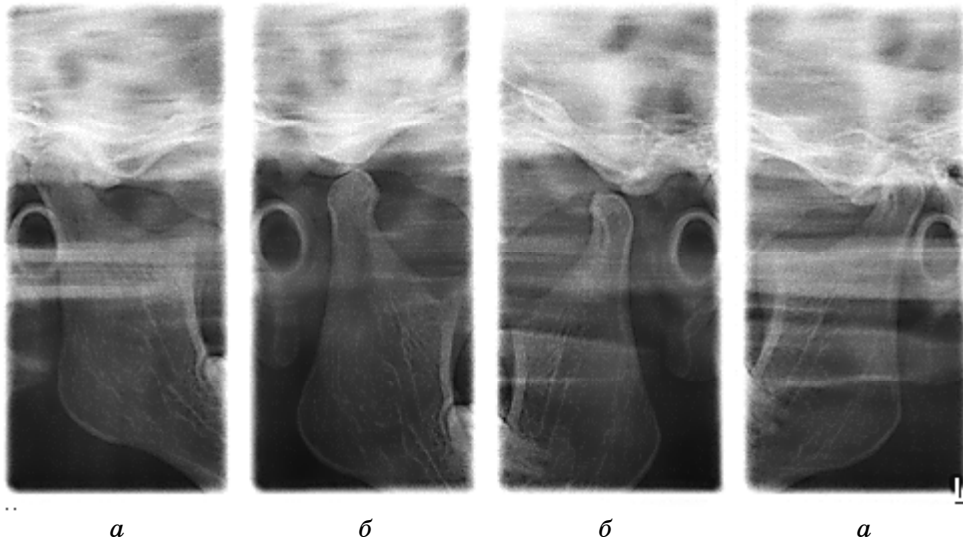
Рентгенограми СНЩС хворої С. при закритому (а) та відкритому (б) роті. Визначається лівобічний вивих нижньої щелепи
